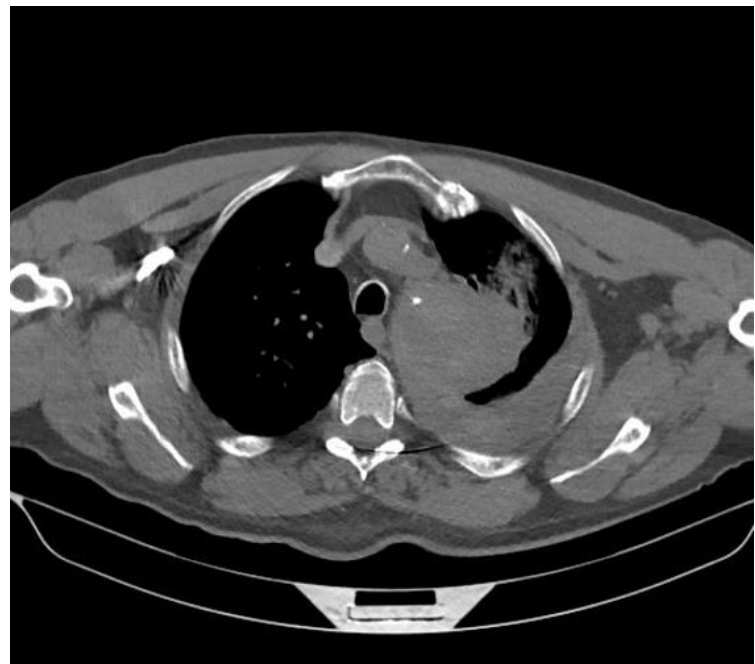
TAC torácico donde se observa el tamaño del aneurisma junto con el hemotórax acompañante.
